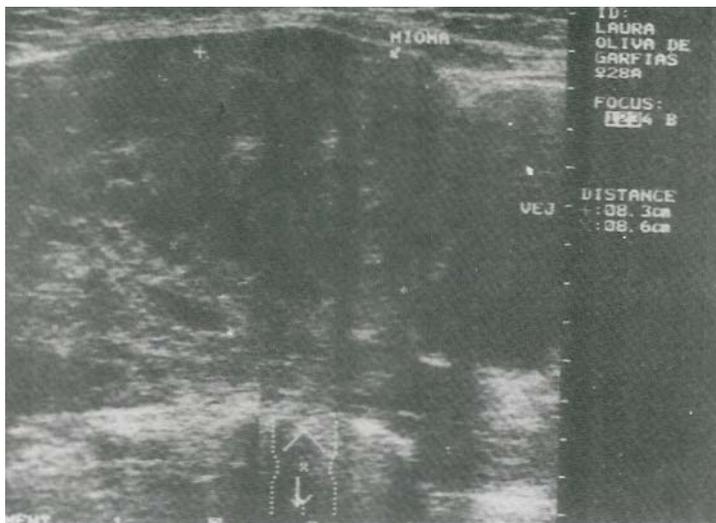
USG Transvaginal donde se identifica gran mioma intramural.
